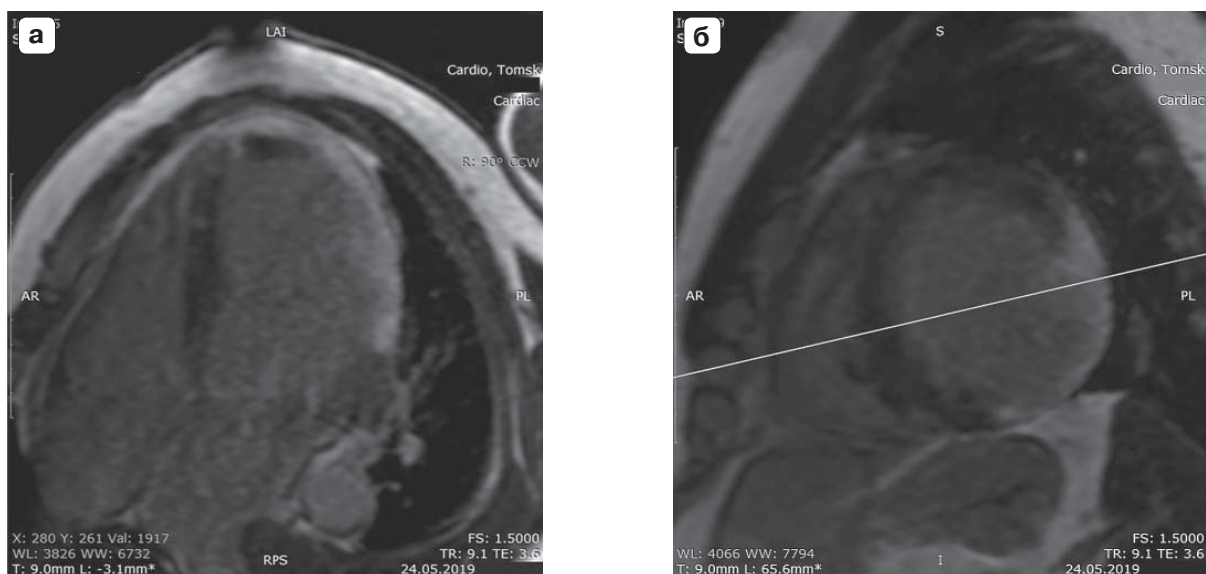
МРТ сердца с парамагнитным контрастным усилением и ЭКГ-синхронизацией пациента С., СРКТ органов грудной клетки которого представлены на рис. 7. МРТ в режиме инверсия–восстановление с парамагнитным контрастным усилением (гадоверсетамид 0,5 М в дозировке 2 мл/10 кг массы тела), сканирование на 12–17-й минуте после внутривенного введения ПМКС. На срезах в четырехкамерной позиции по длинной оси (а) и двухкамерной по короткой оси (б) можно видеть обширное яркое трансмуральное включение ПМКС в боковую стенку левого желудочка, соответствующее ОИМ в бассейне огибающей ветви левой коронарной артерии и позволившее отвергнуть диагноз “миокардита”.
